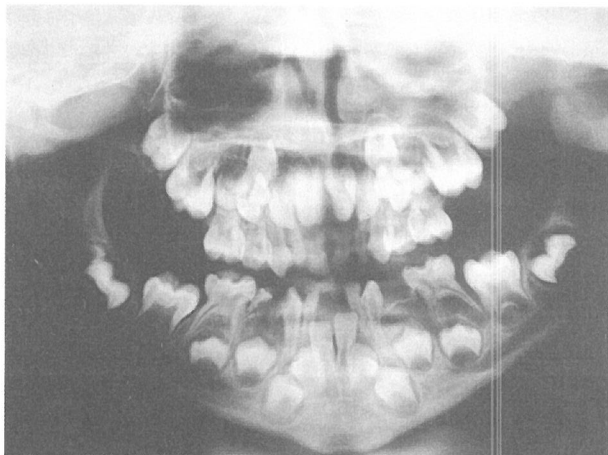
Caso Clínico 2. Ortopantomografía donde se aprecia importante pérdida óseo-alveolar en sectores laterales mandibulares, resultando muy evidente a nivel del primer molar izquierdo y segundo molar derecho.
